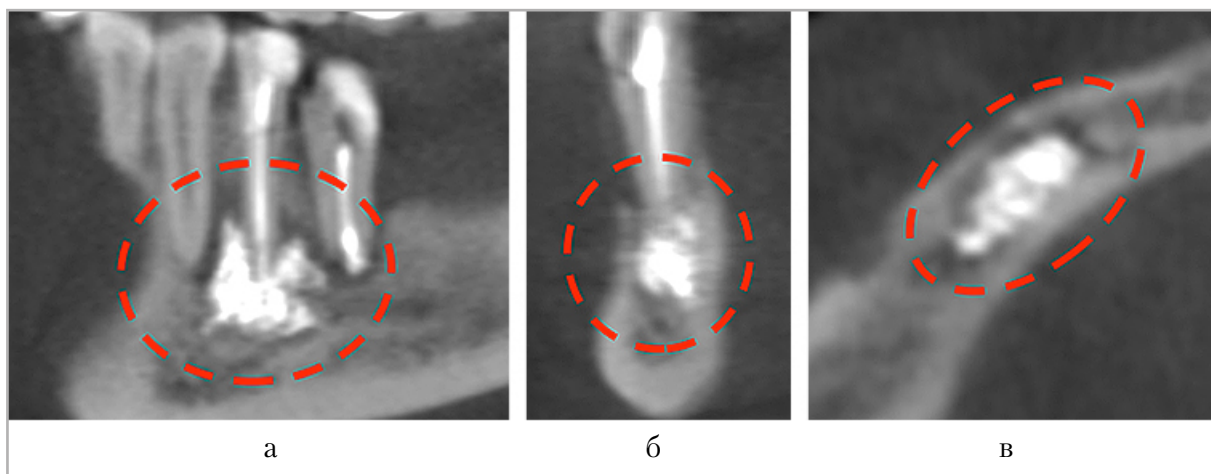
Конусно-лучевые компьютерные томограммы. МРР в кососагиттальной (а), коронарной (б) и аксиальной (в) плоскостях. Очаг структурных изменений костной ткани с четкими ровными контурами, неправильной формы, плотностью около 2350 ед. НУ. Предварительное рентгенологическое заключение — пломбировочный материал
